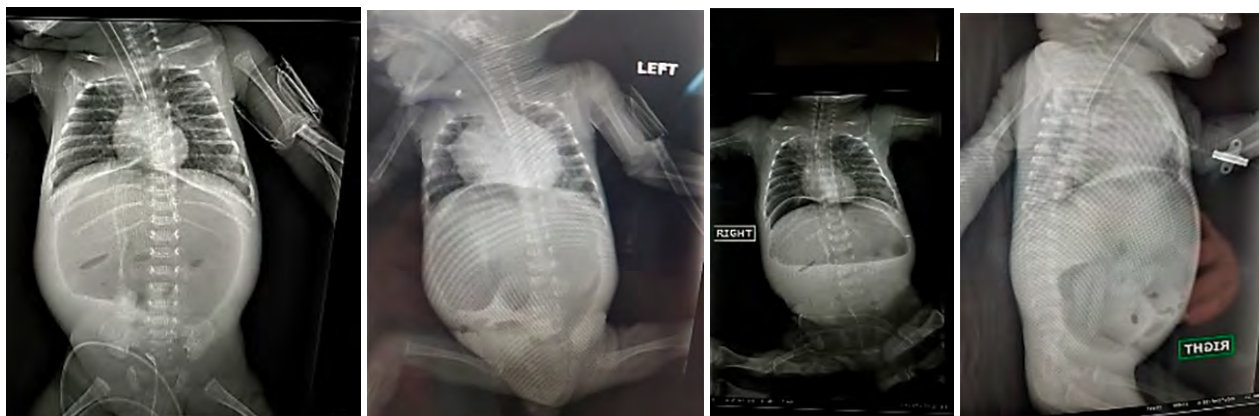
Оглядова рентгенограма органів черевної та грудної порожнини хлопчика І. Ознаки наявності гідроперикарду, вільного газу та рідини в черевній порожнині
